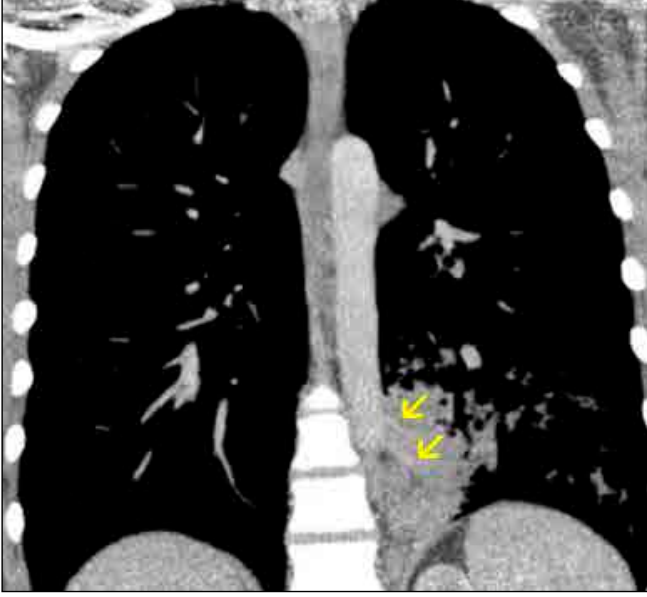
BT'de sol akciğer alt lobda seviyelenme veren kaviter lezyon ve komşu parankimde bronşiyoler duvar kalınlaşmaları
